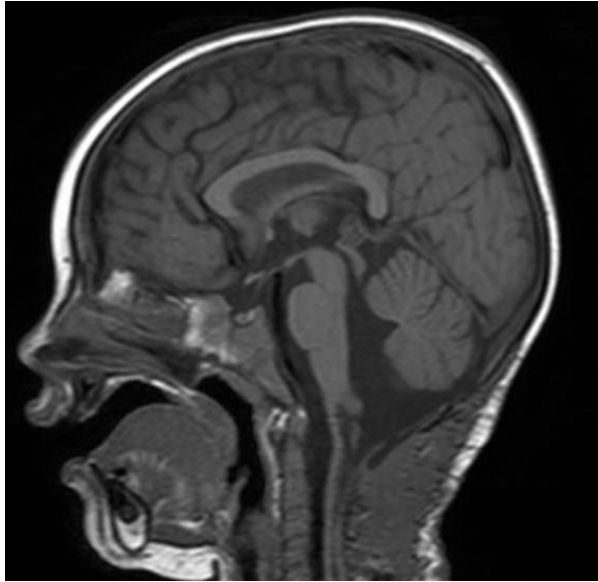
МРТ головного и спинного мозга через 2 месяца после операции
